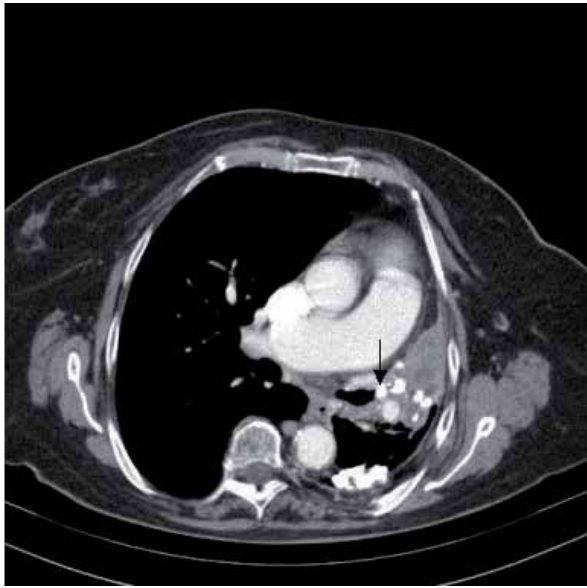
TAC torace con mezzo di contrasto, sezione assiale. Atelettasia completa del lobo superiore sinistro, con occlusione del bronco tributario da parte di tessuto calcifico (freccia).
